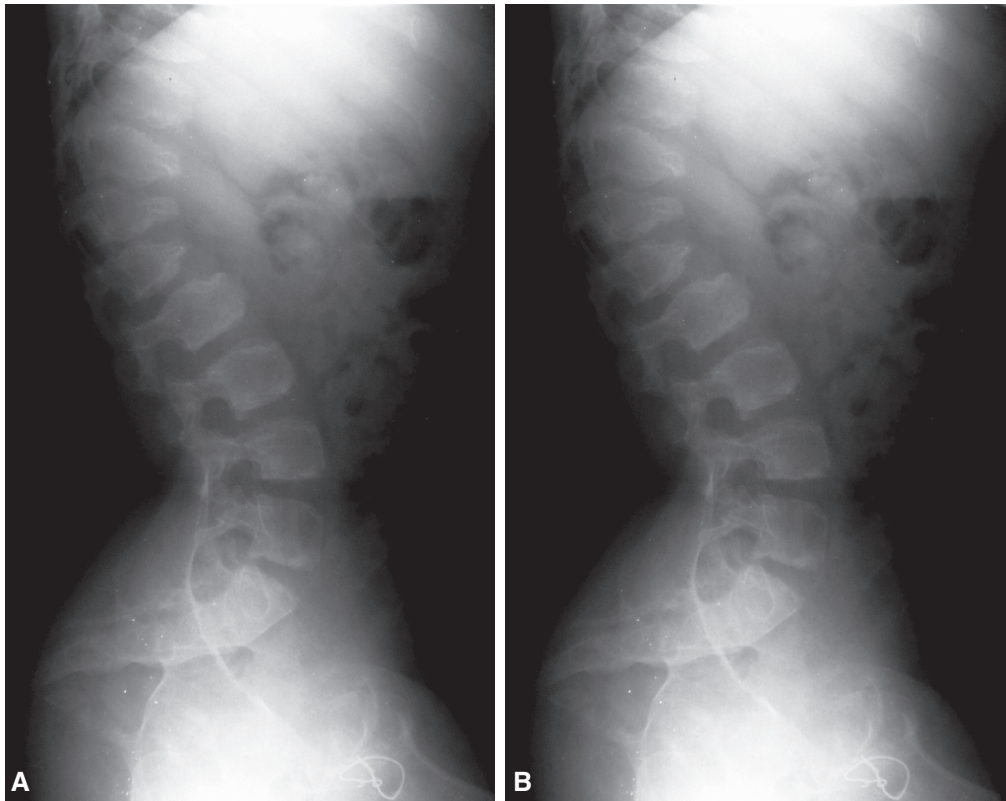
A. Radiografía de columna lumbar. Lordosis, platispondilia, vértebras en “lengua”, acuñaamiento de D11, D12 y L1, y distancia interpedicular normal. B. Columna lumbar de perfil.
